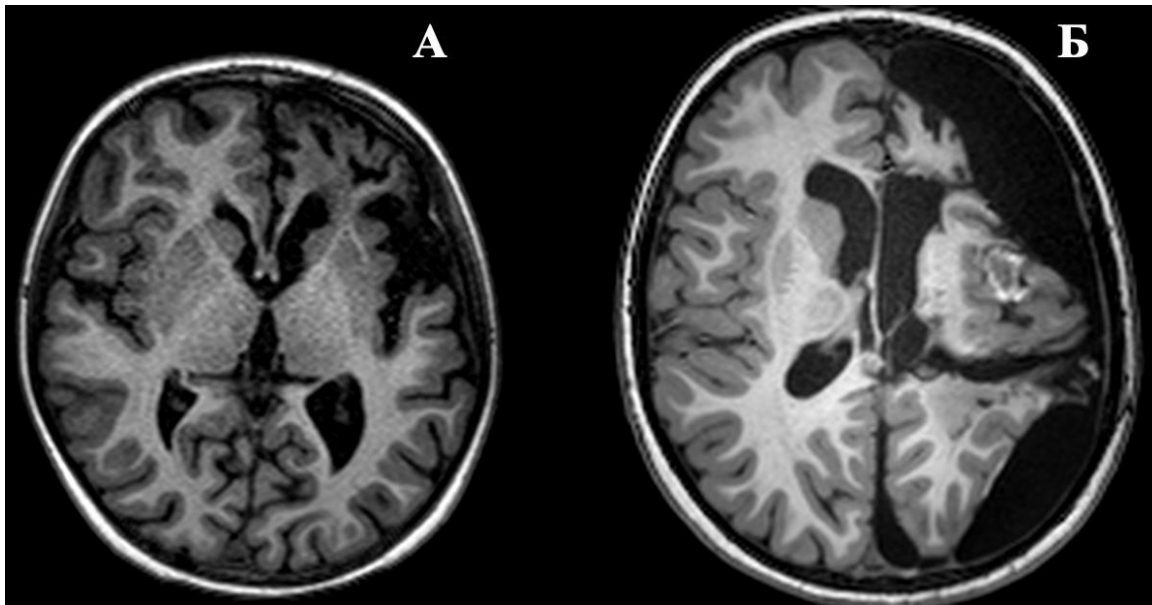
Функціональна перинсулярна гемісферотомія зліва. А – МРТ пацієнта до операції (енцефаліт Расмуссен). Б – МРТ контроль після операції. Хвора Р. (201908/20)
